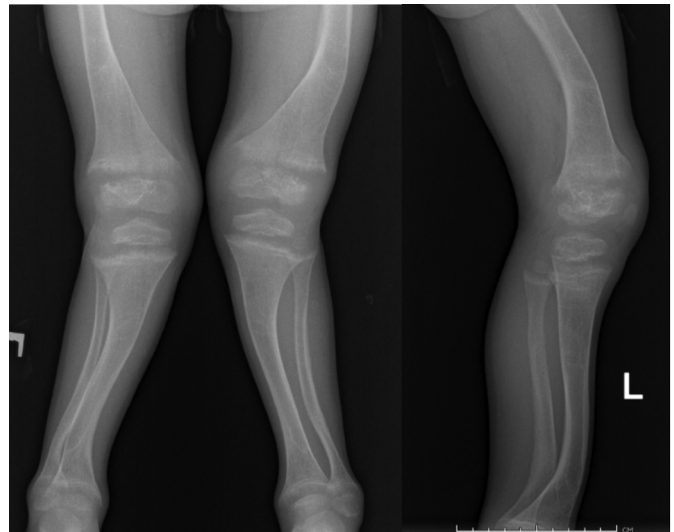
Рентгенограммы нижних конечностей мальчика 6 лет с НЦ.
